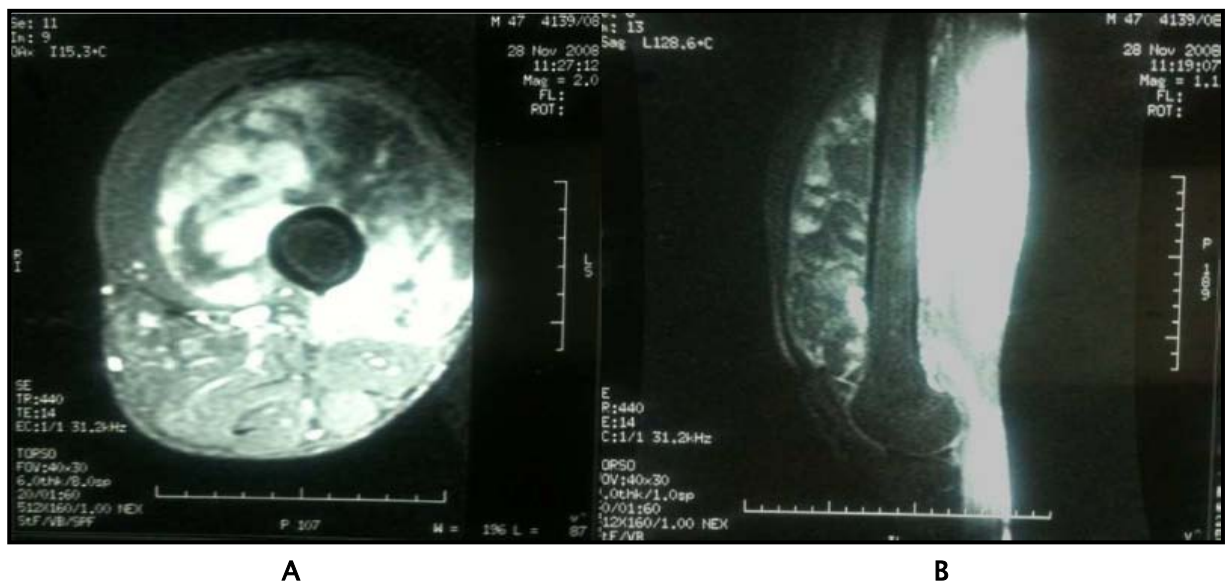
Une IRM du genou d'un chondrosarcome extrasquelettique objectivant au niveau de la face externe de l'extrémité supérieure du tibia d'une masse grossièrement ovale mesurant 24 x 60 mm développée au dépend du tissu graisseux sous cutané. Cette masse est en hyposignal T1, hypersignal hétérogène T2 rehaussée de façon intense et hétérogène après injection de gadolinium avec présence de zones en hyposignal sur toutes les séquences, en rapport avec des calcifications.
